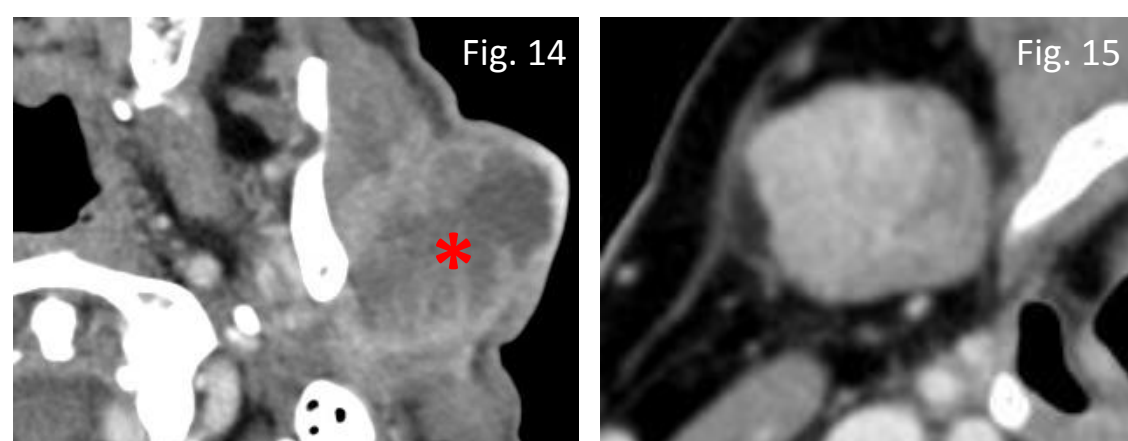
TC com contraste, carcinoma mucoepidermóide de baixo grau da parótida esquerda com área quística central (*). Fig. 15: TC com contraste, carcinoma mucoepidermóide de alto grau da submandibular direita
